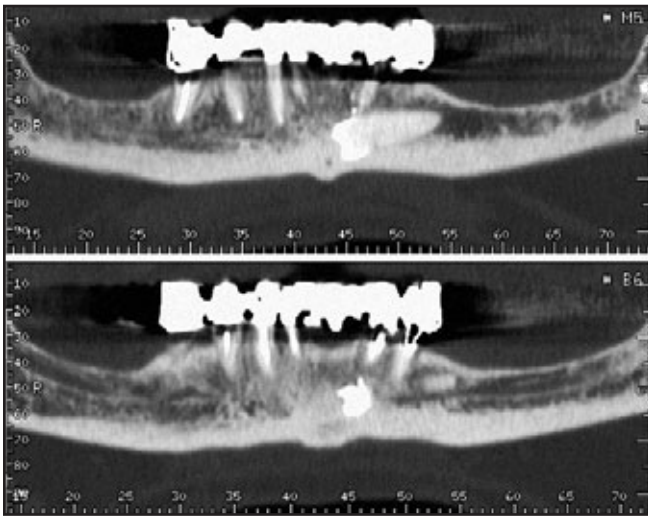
Patient 3. Panoramaansichten eines CT-Scans, die die Ausrichtung des impaktierten Prämolars zeigen.
